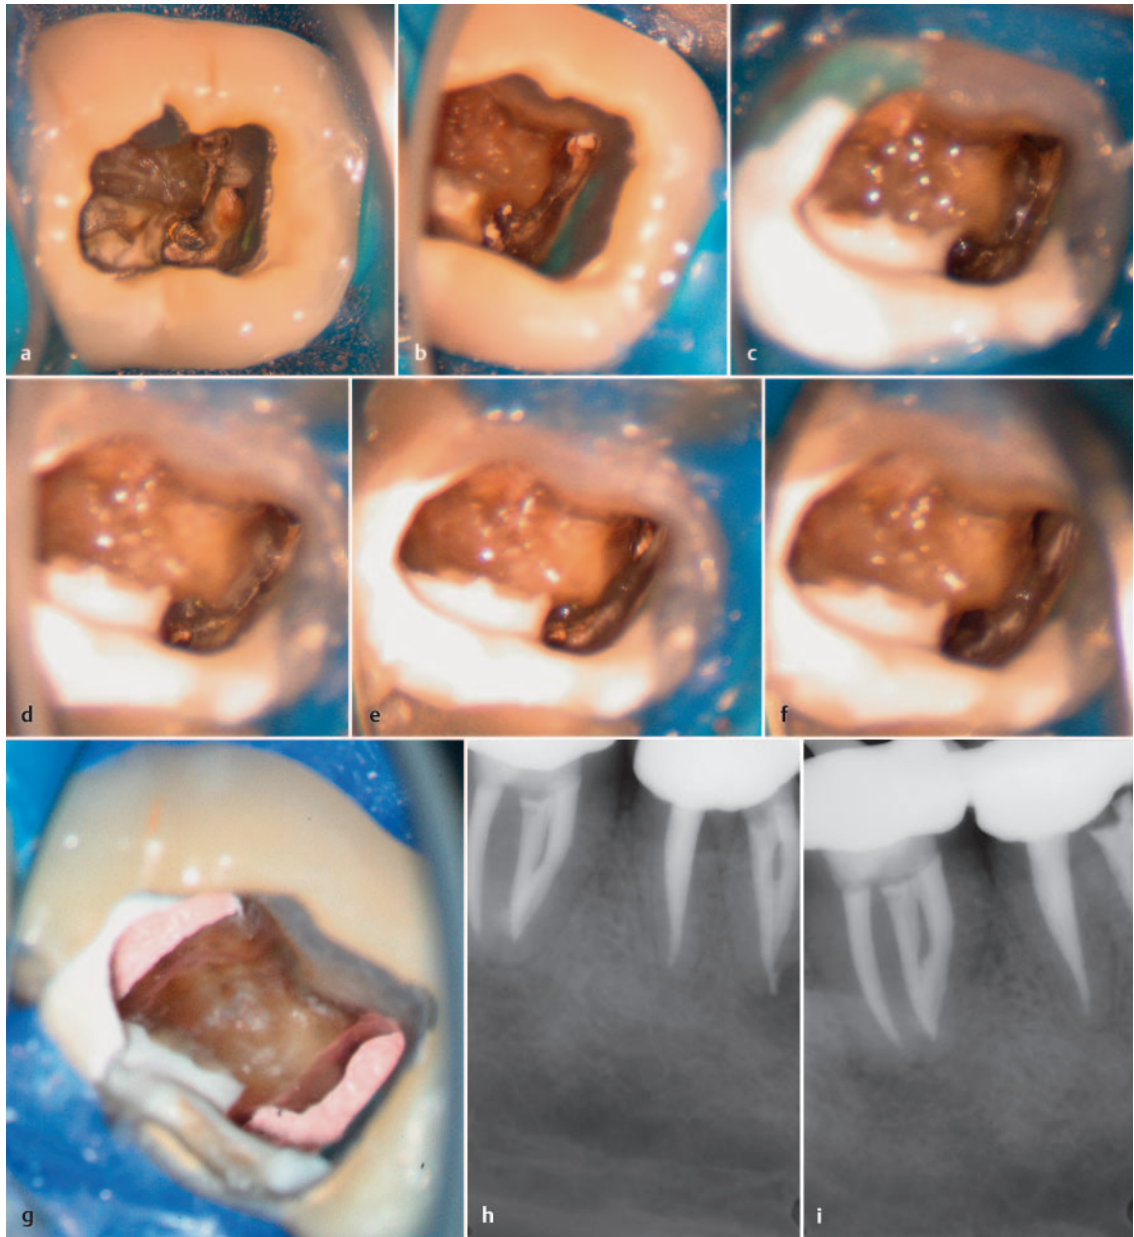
a bis i Revisionsbehandlung an Zahn 46 bei komplexer Anatomie mesial (diagnostisches Röntgenbild des überweisenden Zahnarzts mit ausgeprägten apikalen Osteolysen bei unvollständiger Wurzelfüllung; s. Abb. 4 a).
